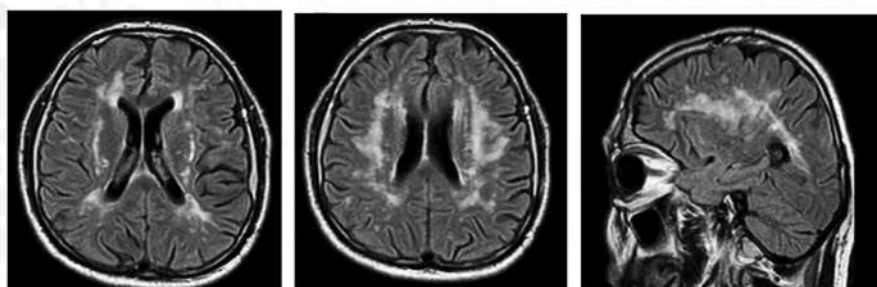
МРТ ГМ пациентки в режиме T2 FLAIR [предоставлено авторами] / MRI of the patient's brain in T2 FLAIR mode [provided by the authors]
